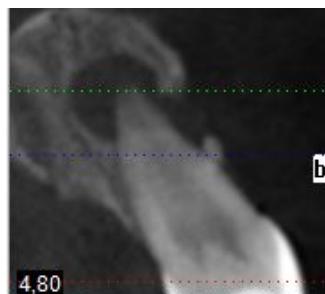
Lesão periapical dente 21.
